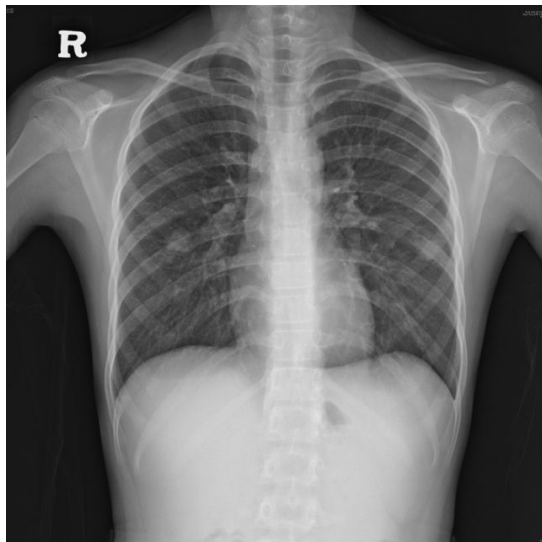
Chest radiograph showing both middle lobe nodular opacity.
